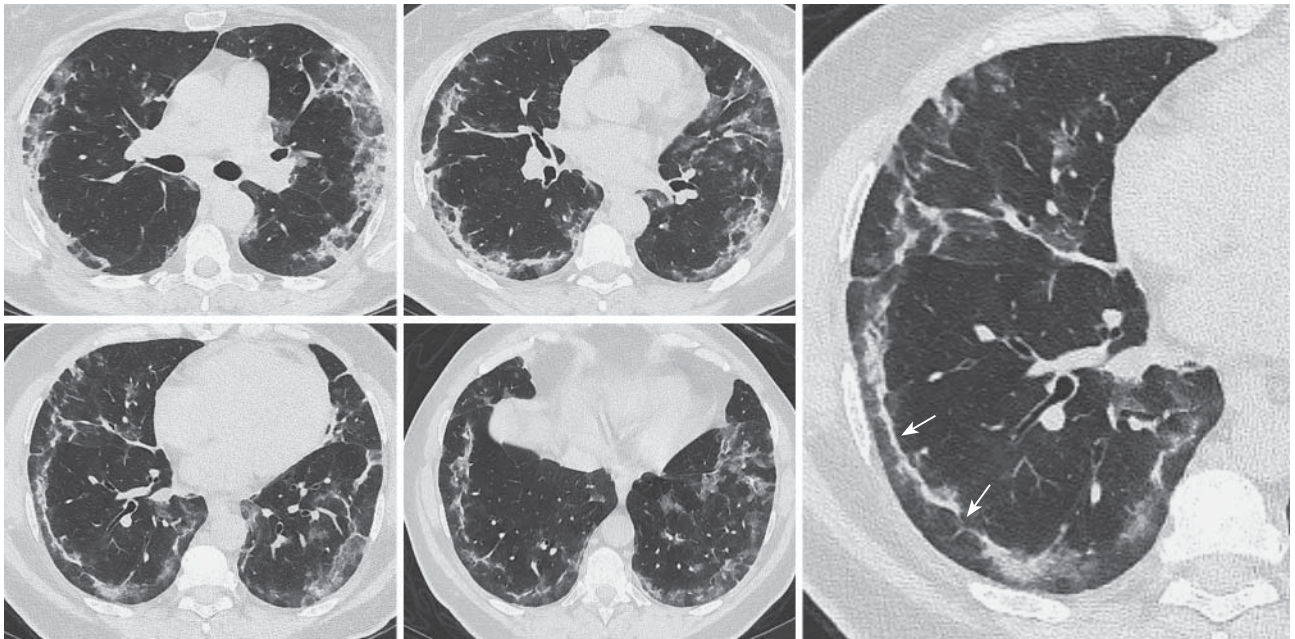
КТ ОГК в аксиальной проекции с увеличенным фрагментом правого легкого от 20.03.2020. Пациентка 59 лет, COVID-19. С двух сторон в легких субплеврально определяются уплотнения с преобладанием “матового стекла”, а также полоски-тяжи параллельно плевре (стрелки).
